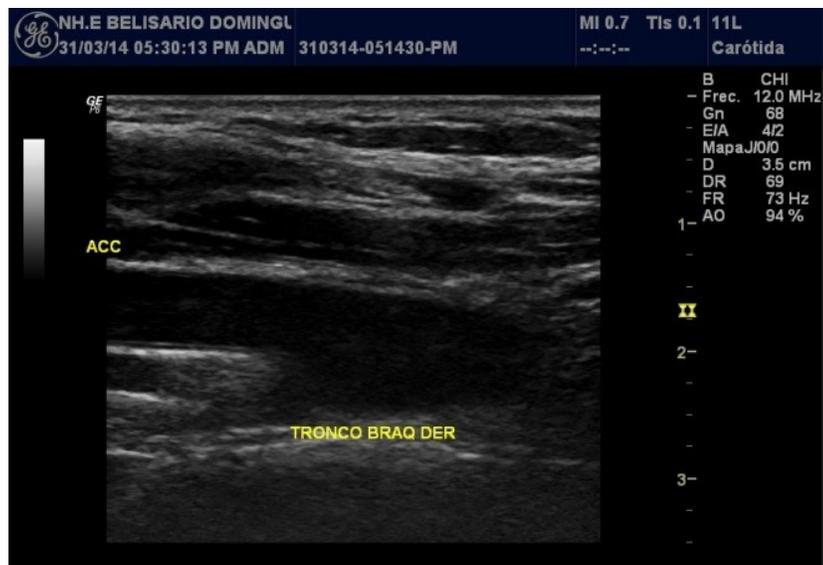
Imagen de ultrasonido realizada con transductor lineal, en donde se muestra el origen de la arteria carótida común, a nivel de tronco braquicefalico, no se evidencian alteraciones.
